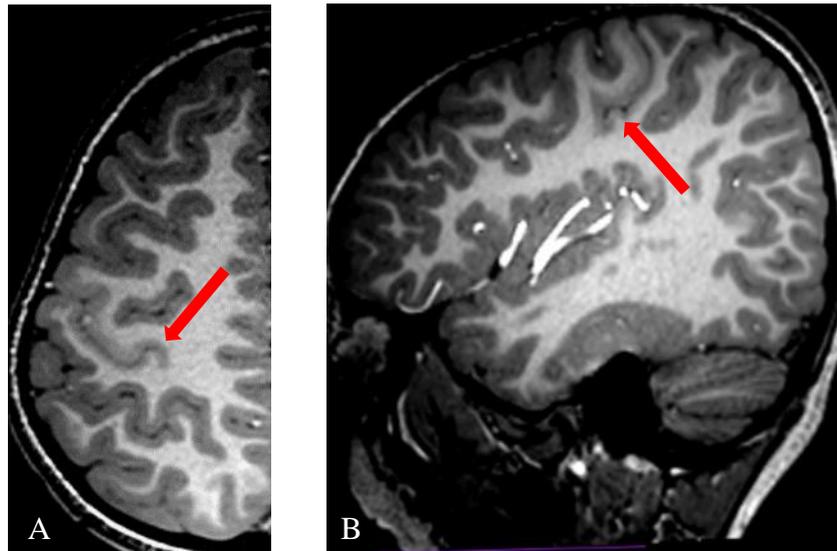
Repérage du sillon central grâce au White Gray Sign (WGS) sur les coupes axiales et sagittales de l'IRM d'un même enfant.
